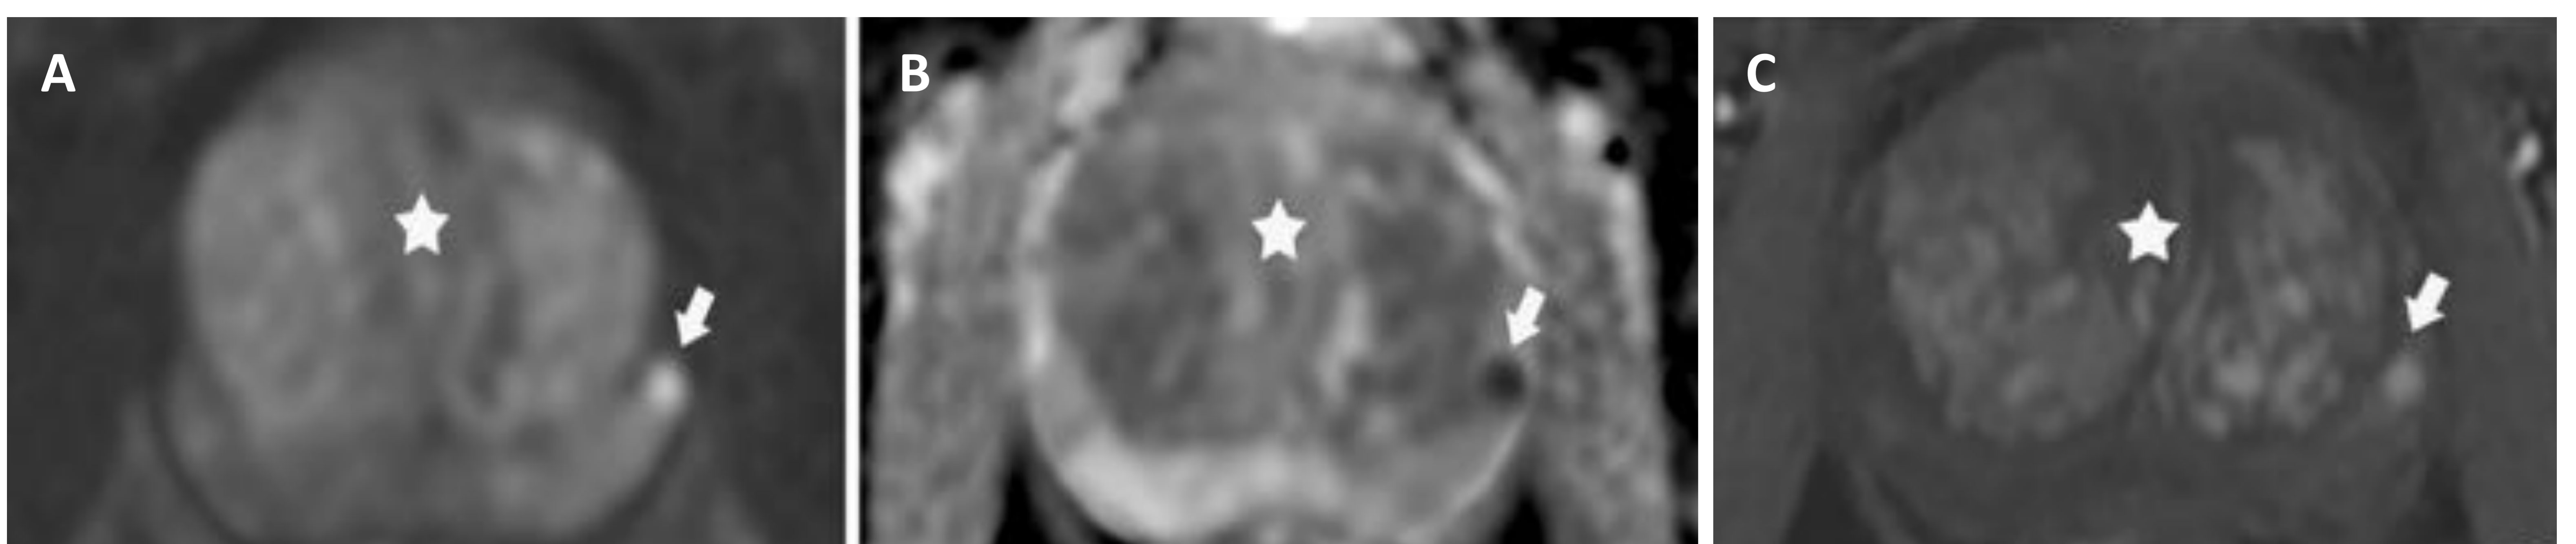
Cortes axiales de RM prostática con secuencia de difusión (imagen A), mapa ADC (imagen B) y DCE (imagen C). En las imágenes D-F se observa una pequeña zona nodular (flecha) en la ZP del ápex prostático con las mismas características que en las imágenes A-C.
